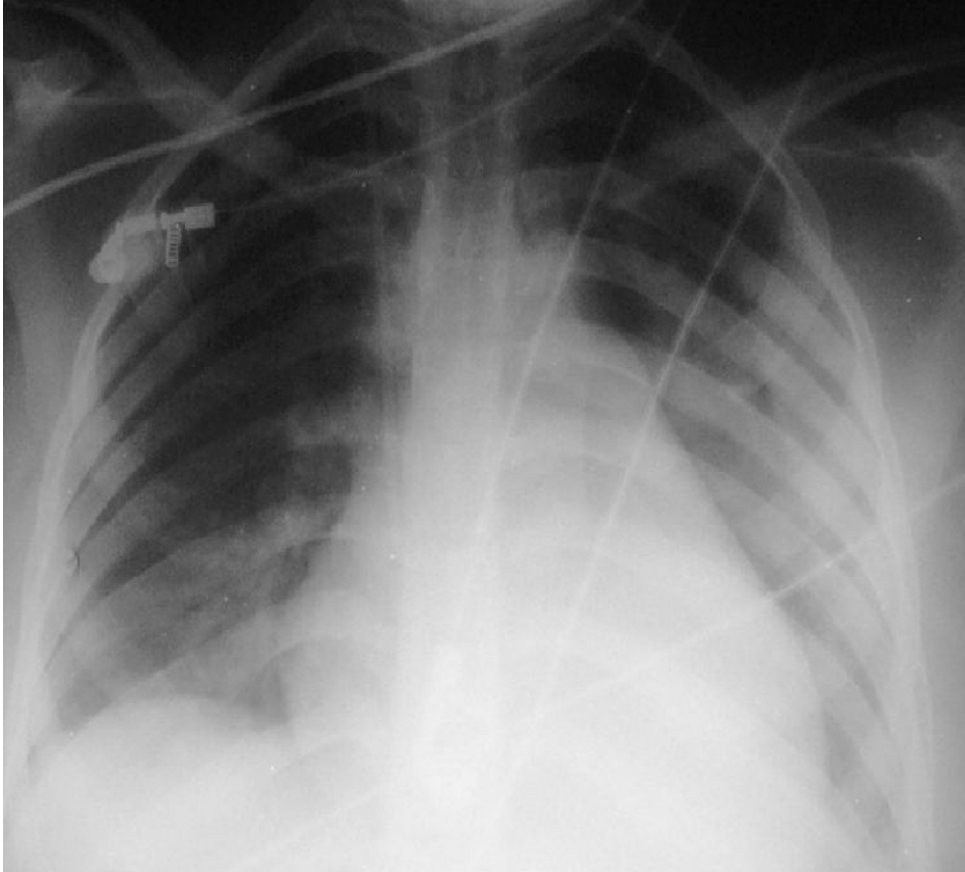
Radiographie pulmonaire après 24 heures
